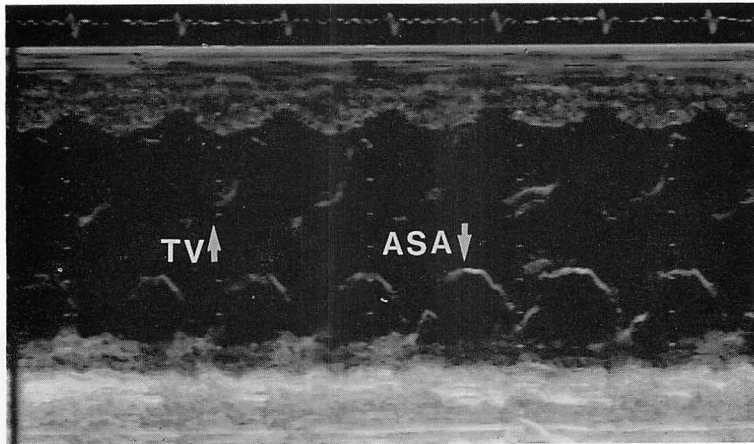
M-mode echocardiogram of an atrial septal aneurysm (the same patient as in Fig. 2).
